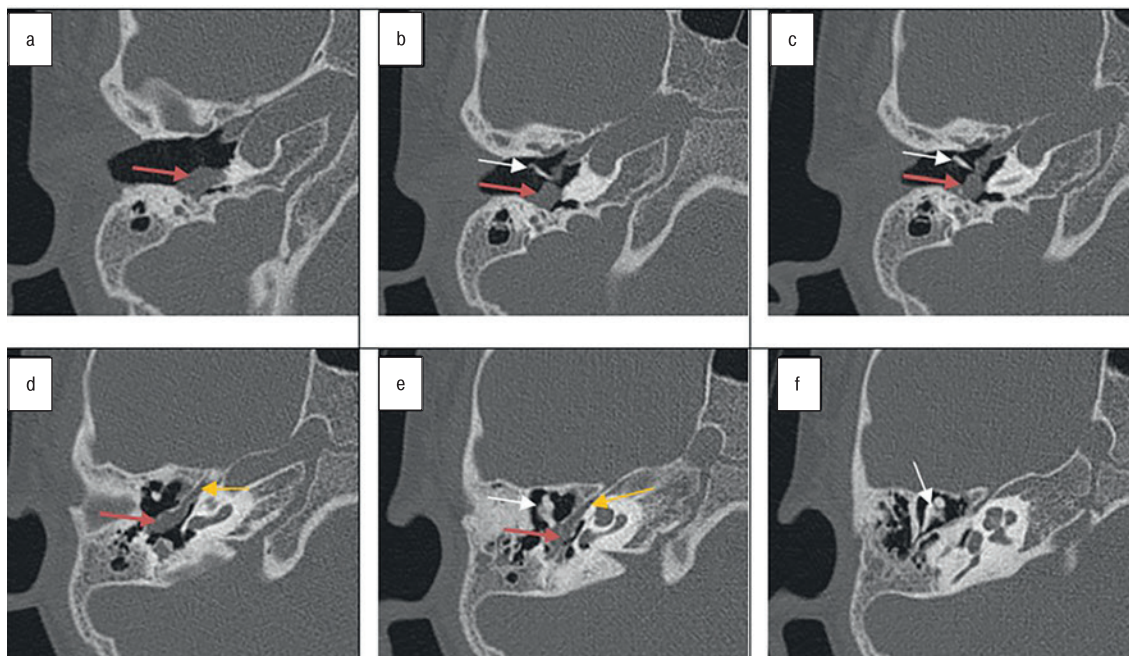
КТ-изображения правой височной кости пациента С., 6 лет, до операции на ухе (аксиальная проекция)
